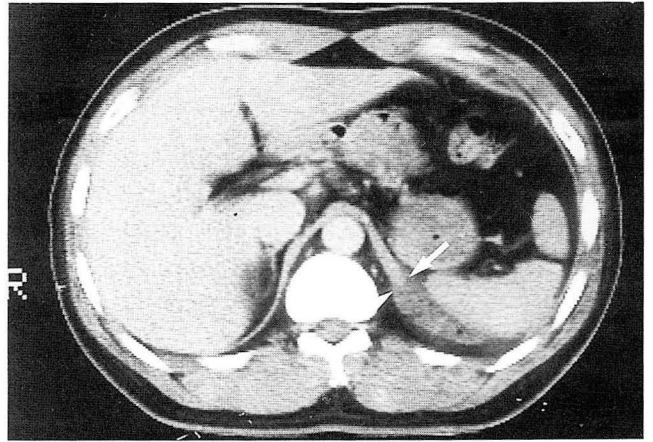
43-year-old man with traumatic rupture of left hemidiaphragm. Without the herniated intraabdominal fat, CT scan at the level of the diaphragmatic crus shows discontinuity of the diaphragm (arrow) because of the abundant fat adjacent to the diaphragm.
